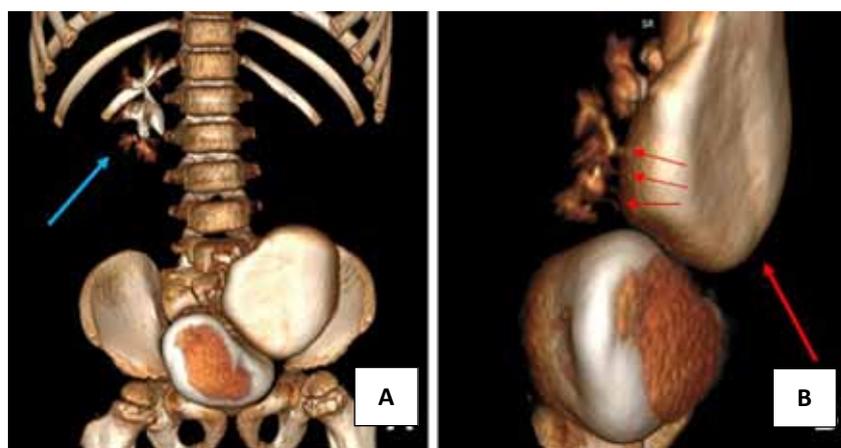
Данные спиральной компьютерной томографии: А, В — 3D реконструкция органов забрюшинного пространства. Визуализируются чашечно-лоханочная система правой почки (синяя стрелка), интактные шейки чашечек (короткие красные стрелки) и дилатированная лоханка (длинная красная стрелка) левой тазово-дистопированной почки
